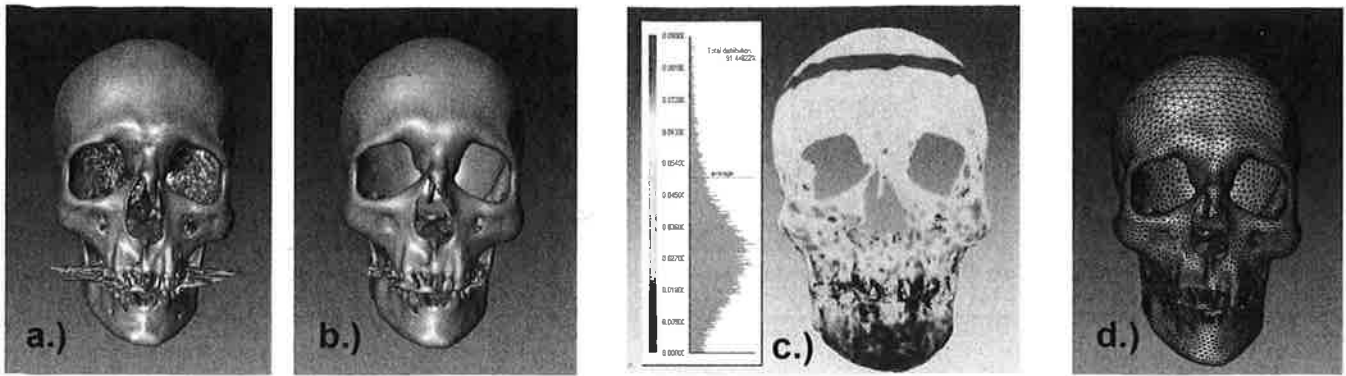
a) Aus den CT-Daten segmentiertes Modell des Schädelkundes. b) Schädelmodell mit reduzierter Gitterpunktanzahl. c) Visualisierung der Abweichungen zwischen den Modellen aus a und b. d) Schädelmodell mit überlagerter Darstellung des Drahtgitters
